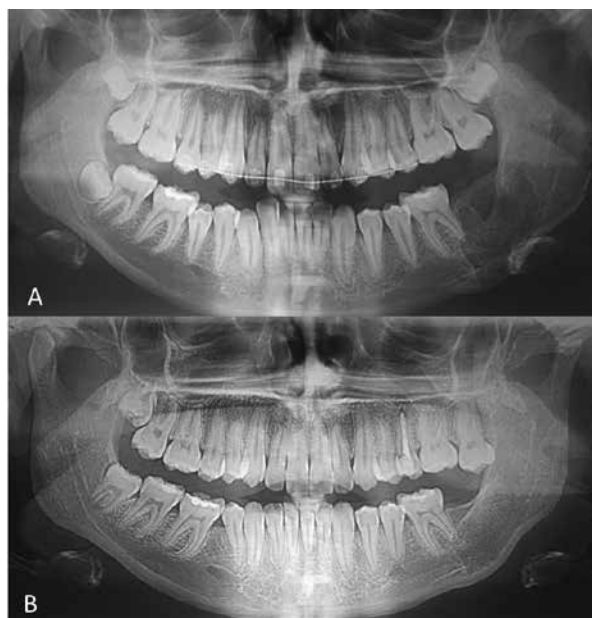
A: Radiografía panorámica de control a los 6 meses del retiro del material de osteosíntesis. B: Radiografía panorámica de control a los 5 años posoperatorios en la que se observa extrusión de pieza 2.7 por ausencia de antagonista.
